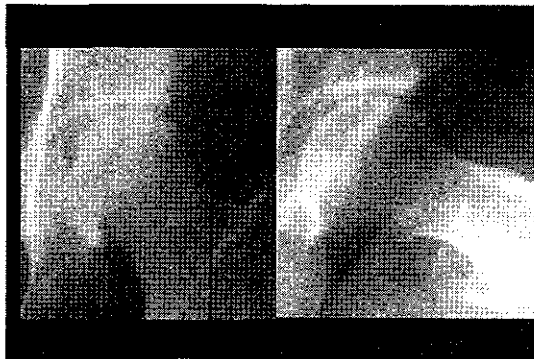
23歳女性。発症後2カ月の単純X線で骨頭上方に圧潰像を認め、側面像では前方を中心に圧潰とその周囲の骨透梁像を認め、帯状硬化像様所見も伴っている。
